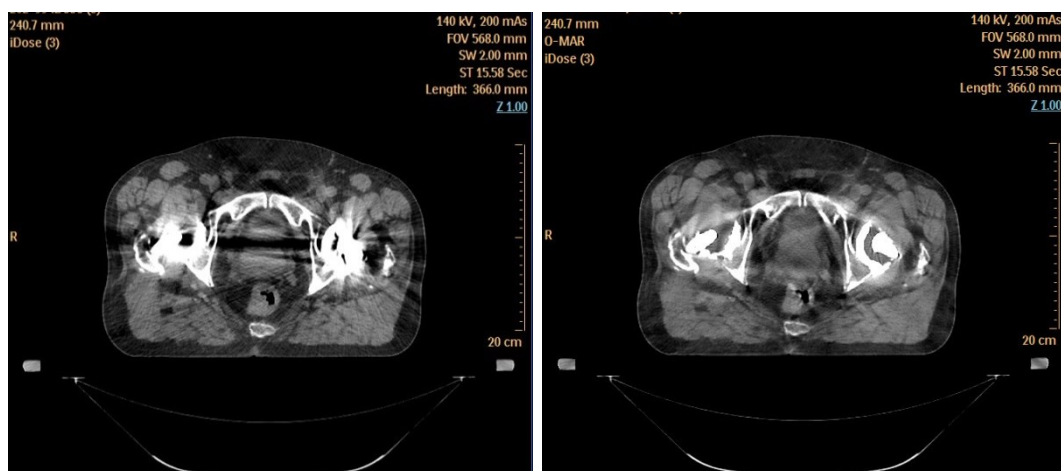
Paziente B. Immagini Simul-CT senza O-MAR (sn) e con algoritmo O-MAR (dx)
